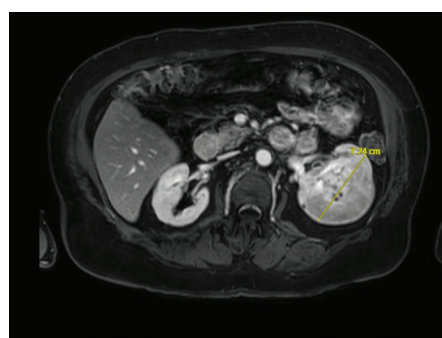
Imagen de resonancia magnética axial T2 de una mujer de 75 años con una masa clínica en T2 vista en el riñón izquierdo con una puntuación de nefrometría de 12ph. Antecedentes médicos previos: diabetes tipo 2 e hipertensión con filtrado glomerular estimado > 60 ml/min/1,73 m².
